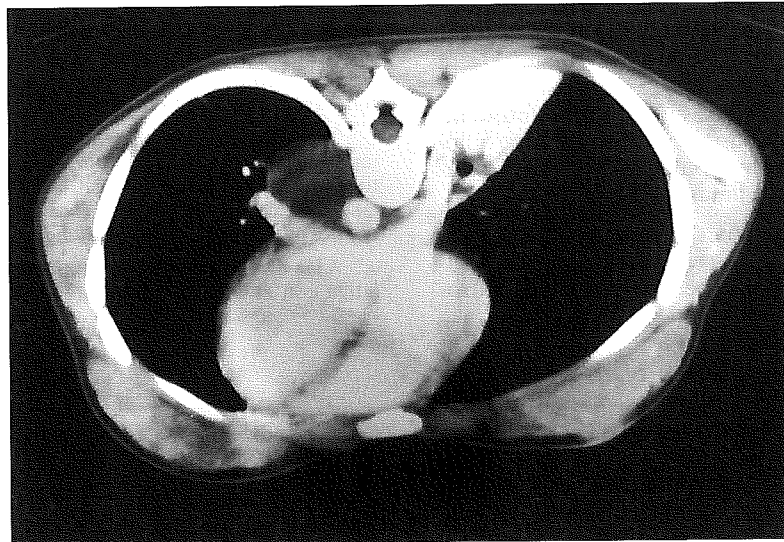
TC tórax: masa redondeada hipodensa en mediastino posterior adyacente a la aorta torácica.
